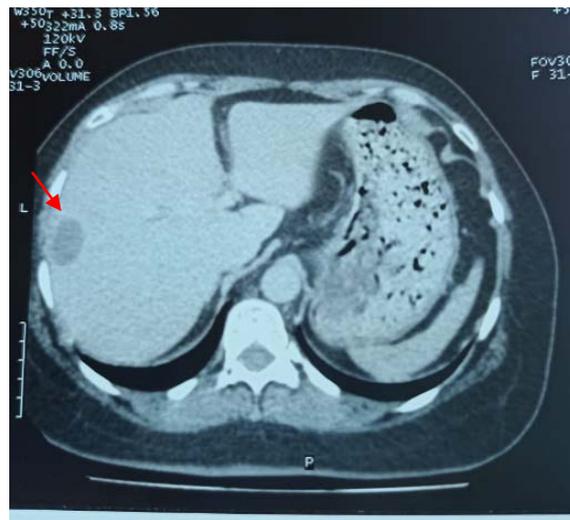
TDM montrant des métastases hépatiques chez une patiente de notre étude
